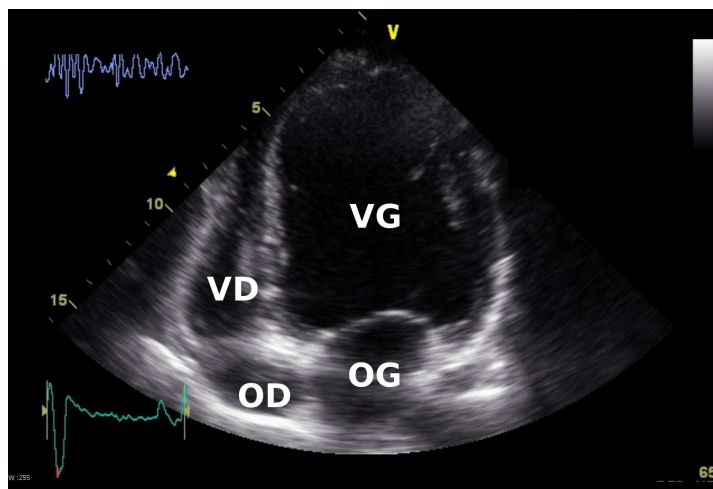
Exemple d'échocardiographie : vue apicale (grand axe) quatre cavités (en télédiastole).
